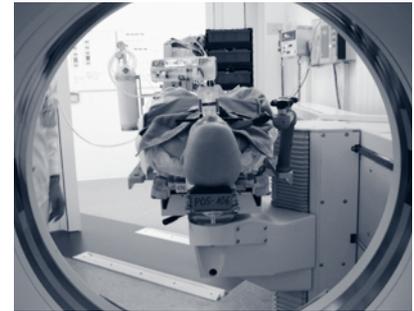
Kind mit Beissblock im CT
